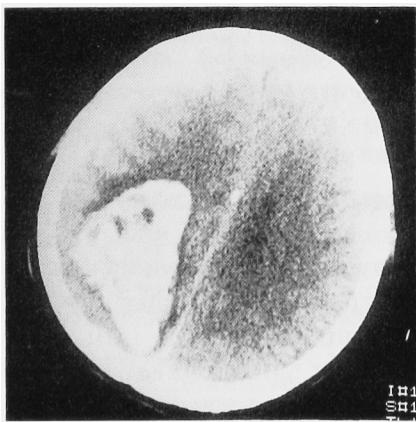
CT scan of the brain showing massive metastasis with hemorrhage in the right parieto-occipital lobe.
